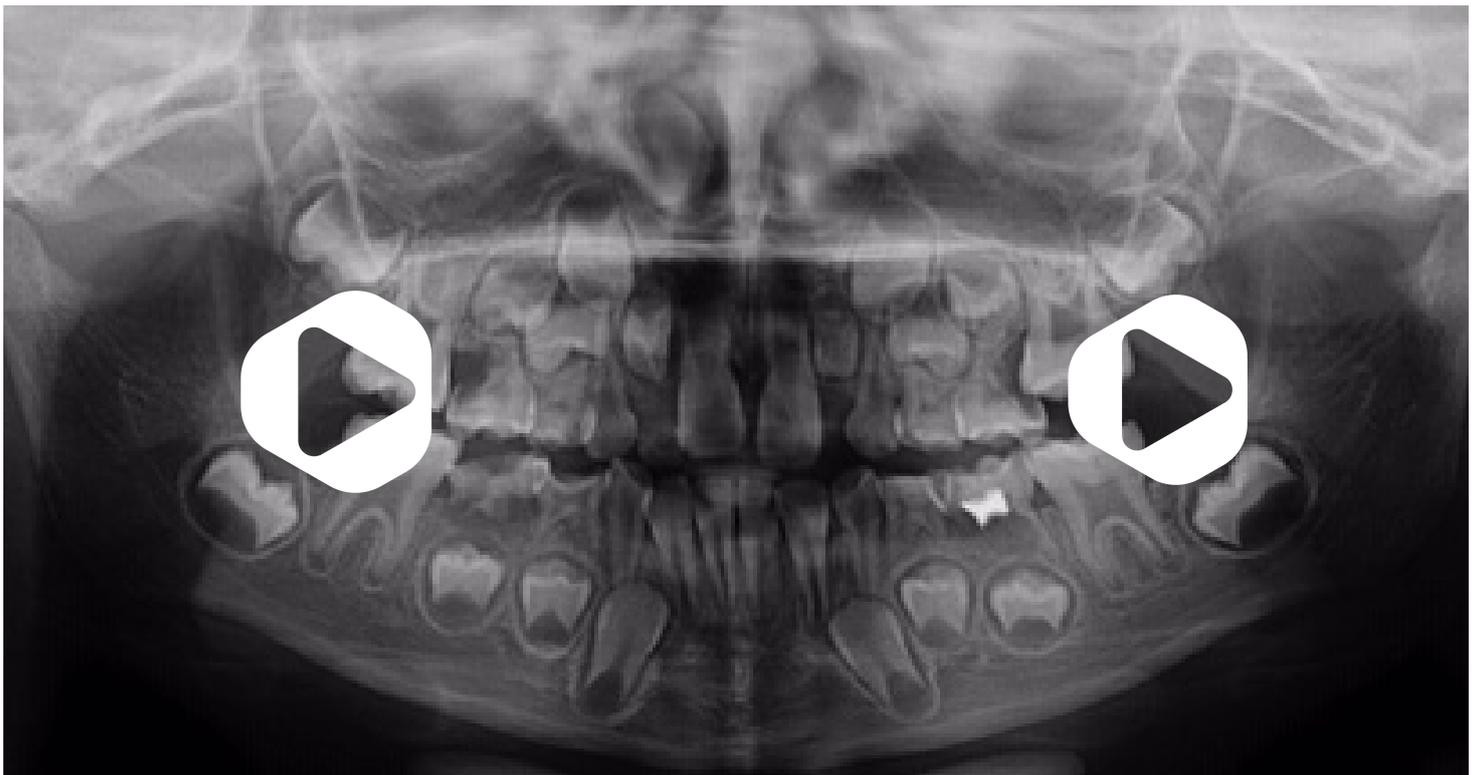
Radiografia panorâmica apresentando a impacção reversível do dente 16 e reabsorção distal do dente 55 e impacção do dente 26 no dente 65.
